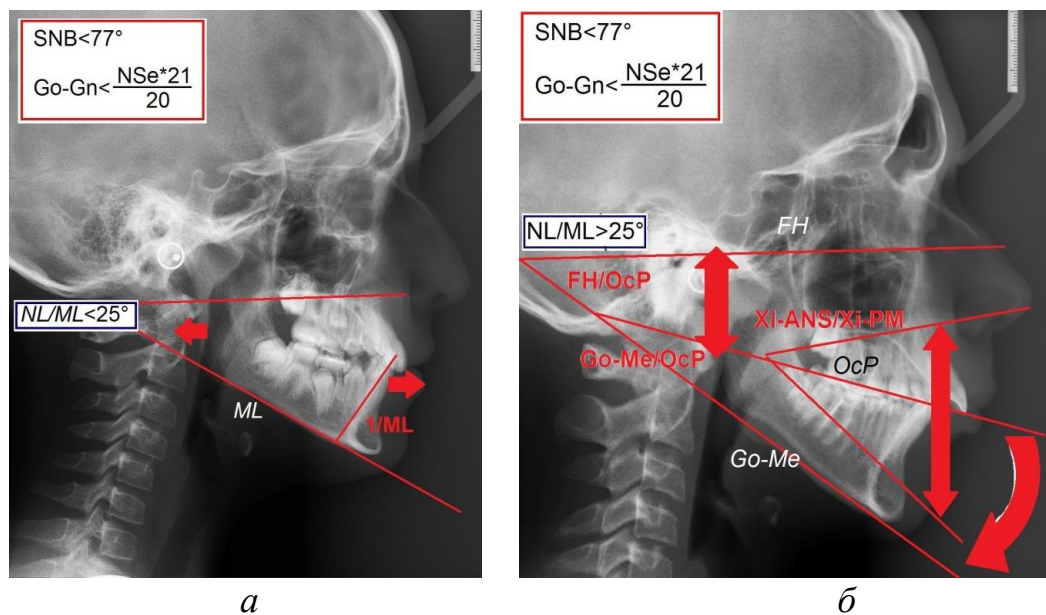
Характерные рентгенологические изменения ТР-граммы пациентов с нижнечелюстной ретро- и/или микрогнатией:
